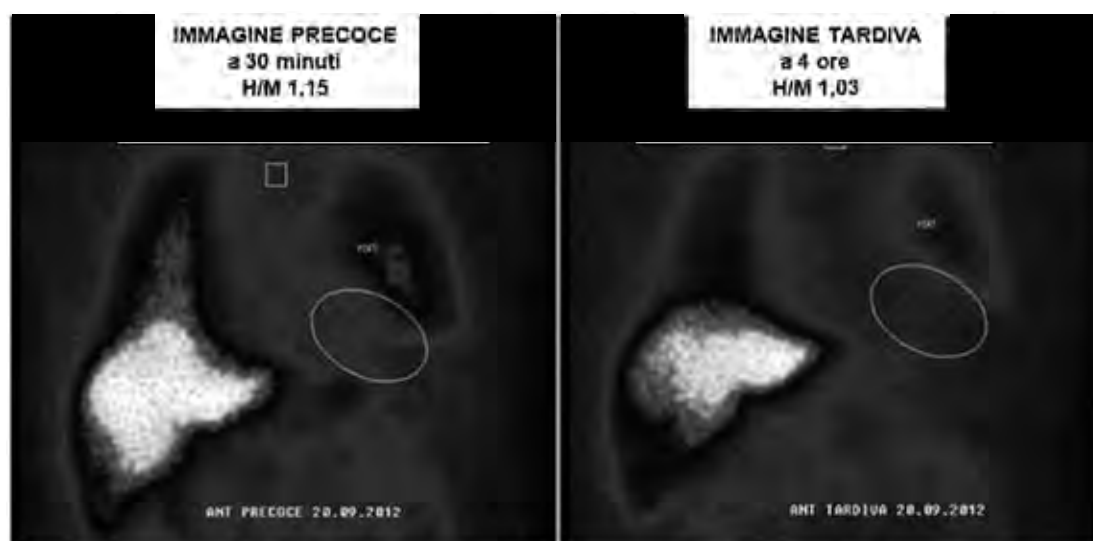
Tomoscintigrafia e scintigrafia planare con ^{123}I -MIBG a riposo: inalterata grave denervazione cardiaca.
